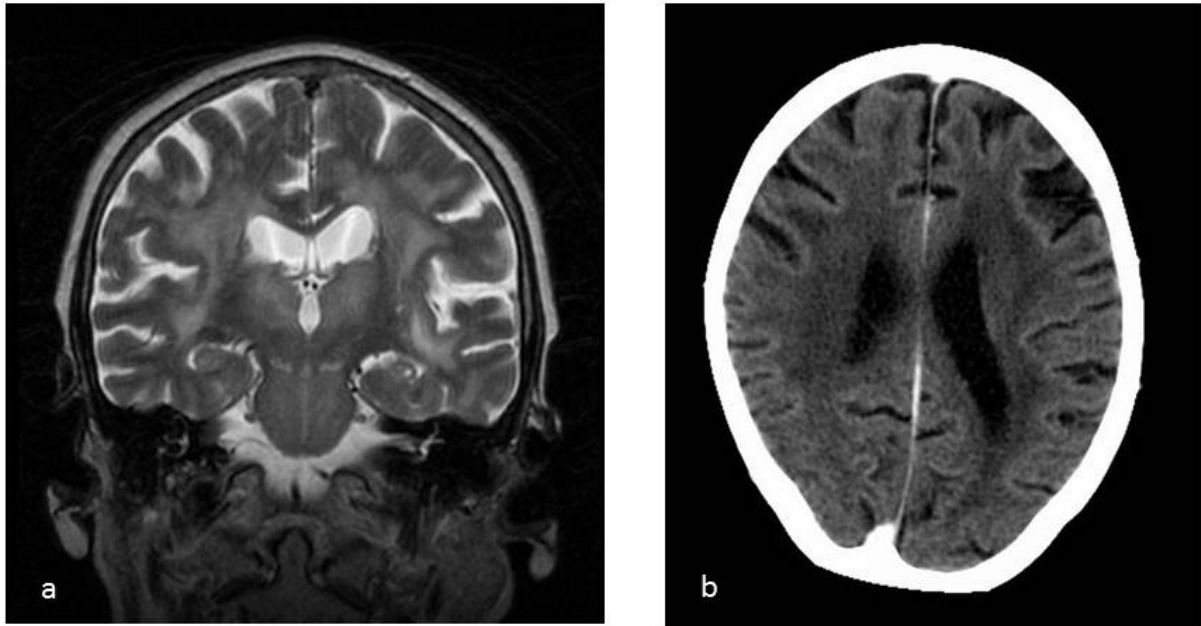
Encefalopatía VIH o complejo demencia SIDA. Continuación figura 1. a) imagen coronal SE T2 y b) TC craneal simple. Signos de atrofia cerebral con extensa afectación bilateral y simétrica de sustancia blanca periventricular, tálamos y protuberancia.
